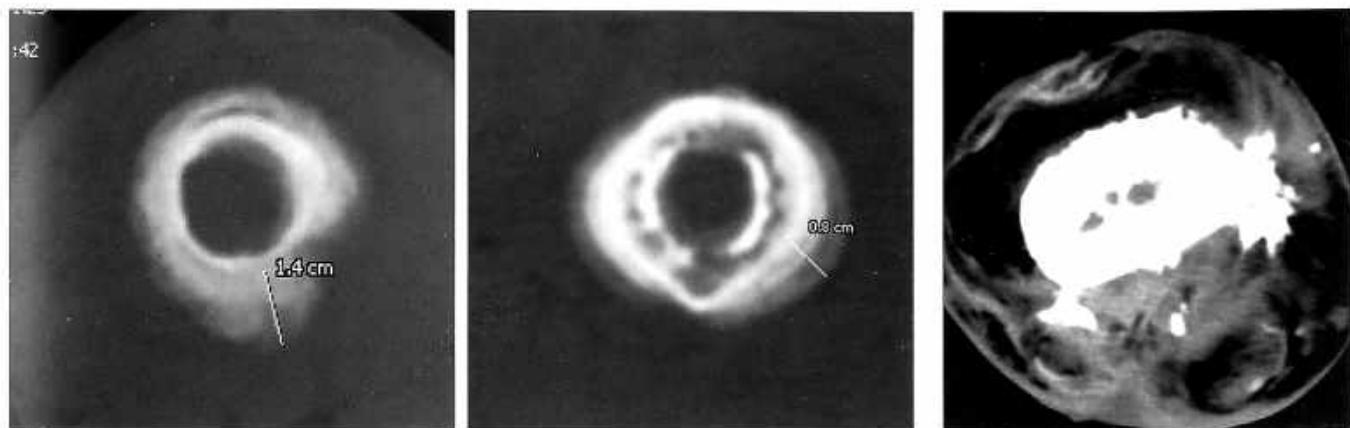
Аксиальные томограммы среднего отдела бедренной кости больных хроническим гематогенным остеомиелитом бедренной кости.
